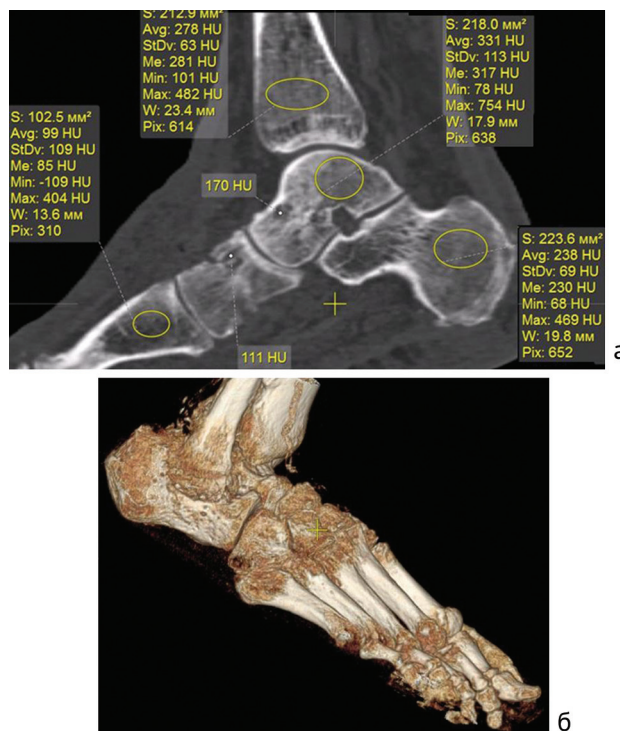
МСКТ стоп больных ДНОАП. MPR в сагиттальной плоскости, определение плотности пяточной, таранной, большеберцовой, плюсневой костей (а), VRT-реконструкция (б)
